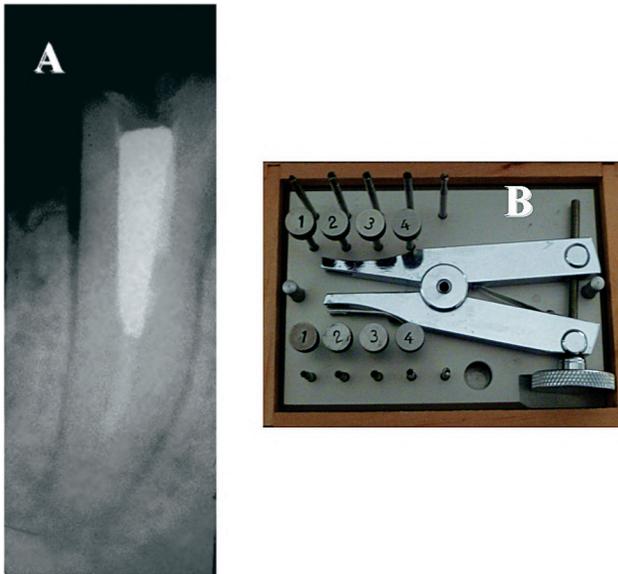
A: Radiografía preoperatoria. Premolar inferior con un tratamiento endodóntico inadecuado y fractura del perno metálico en el interior del conducto radicular. B: Fotografía del *Gonon post removing system*.
